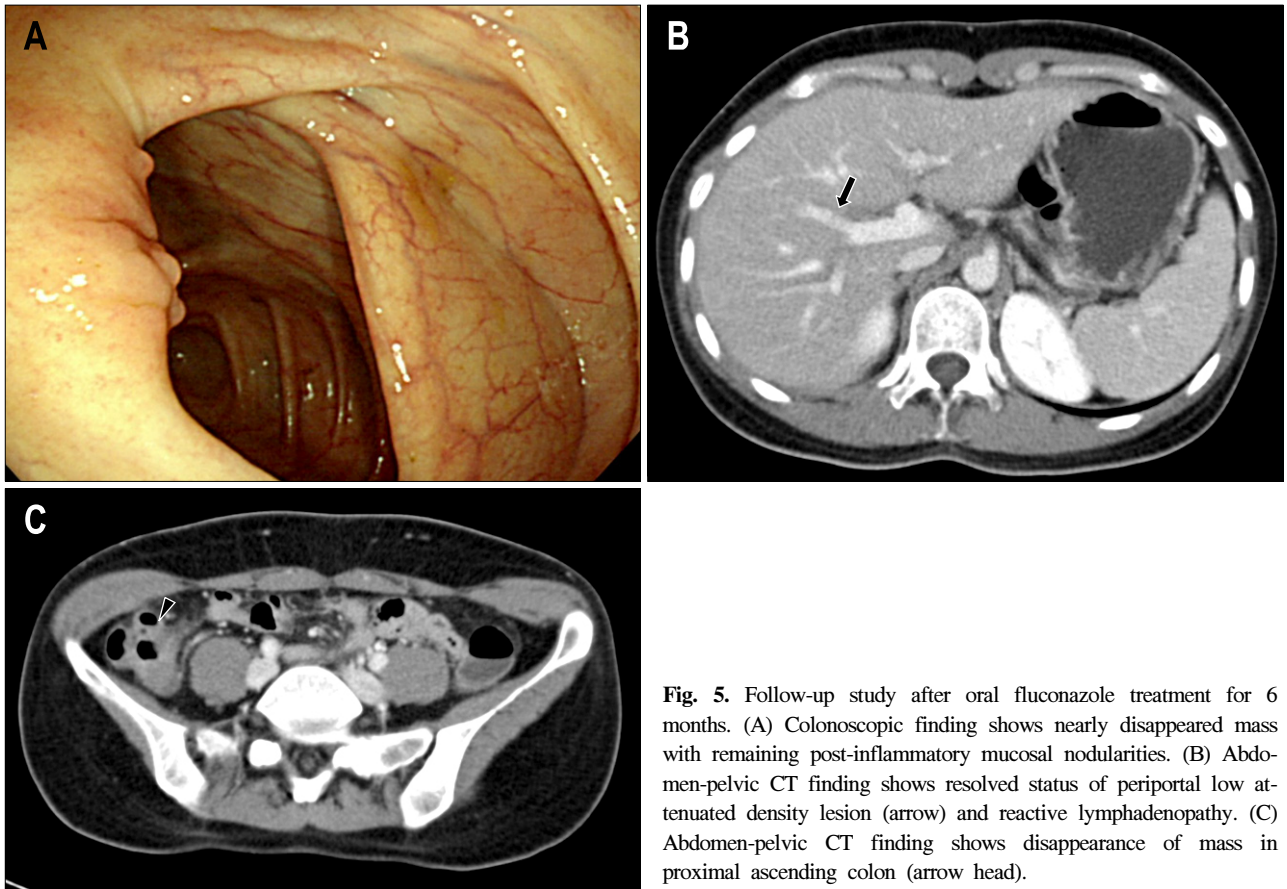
Follow-up study after oral fluconazole treatment for 6 months. (A) Colonoscopic finding shows nearly disappeared mass with remaining post-inflammatory mucosal nodularities. (B) Abdomen-pelvic CT finding shows resolved status of periportal low attenuated density lesion (arrow) and reactive lymphadenopathy. (C) Abdomen-pelvic CT finding shows disappearance of mass in proximal ascending colon (arrow head).
